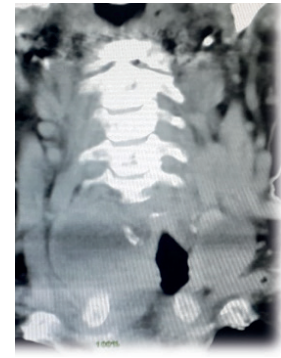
TAC de columna cervical.
